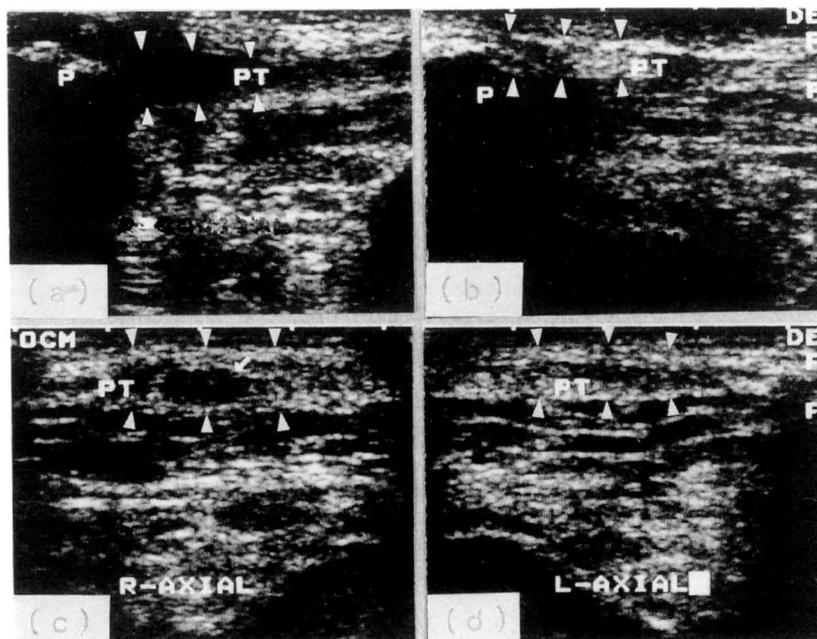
Case 2, Ultrasonographic image.
